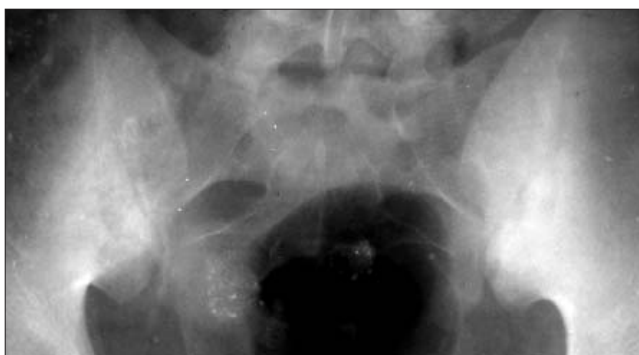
Рентгенограмма КПС. Двусторонний симметричный сакроилит, стадия 3. Выраженный субхондральный остеосклероз
